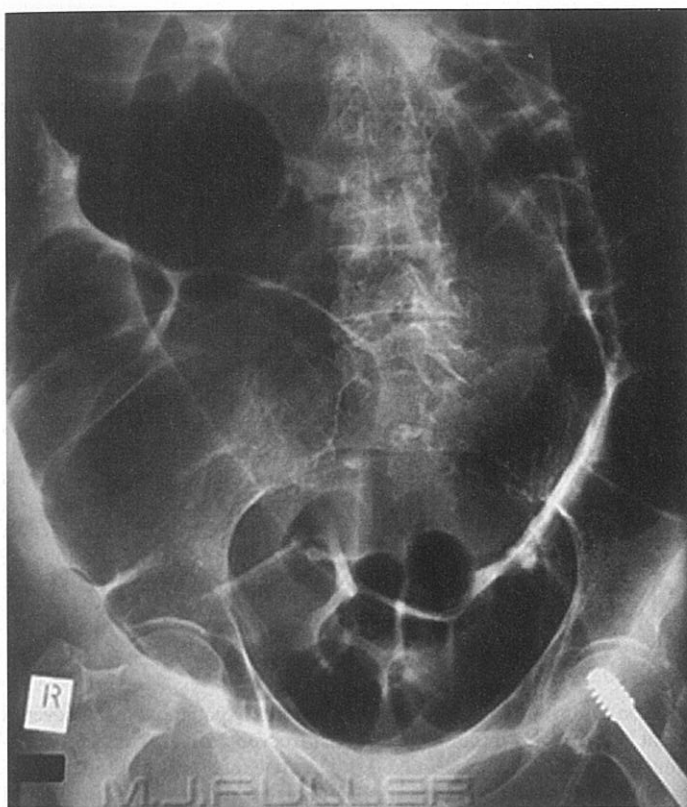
Volvulus sigmoidian. Se extinde în zona T10 sau superioară. [Reprodusă cu permisiunea Wikiradiography.com.]
